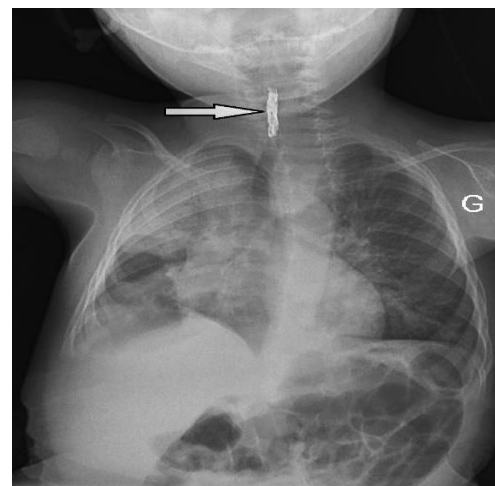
Représentation d'un cas d'un corps étranger trachéal détecté sur une radiographie cervico-thoracique de face chez un nourrisson de 8 mois
